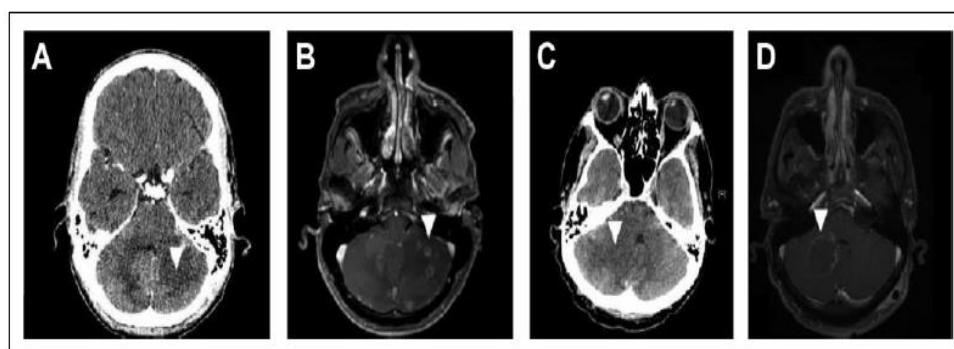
Contrast-enhanced computed tomography (CT) scan and magnetic resonance imaging (MRI) of an HIV-infected patient with cerebral toxoplasmosis (A and B). At admission, a hypodense lesion without contrast-enhancing in the left cerebellar hemisphere (A). After 3 days, an MRI showed several ring- or heterogeneous-enhancing cerebellar lesions associated with perilesional edema. Computed tomography scan and MRI of an HIV-infected patient with cerebral toxoplasmosis (C and D). At admission, a hypodense lesion without contrast enhancing in the right cerebellar hemisphere associated with perilesional edema and deviation of the fourth ventricle (C). After 5 days, an MRI showed a ring-enhancing cerebellar lesion associated with perilesional edema and lesser deviation of the fourth ventricle (D).
